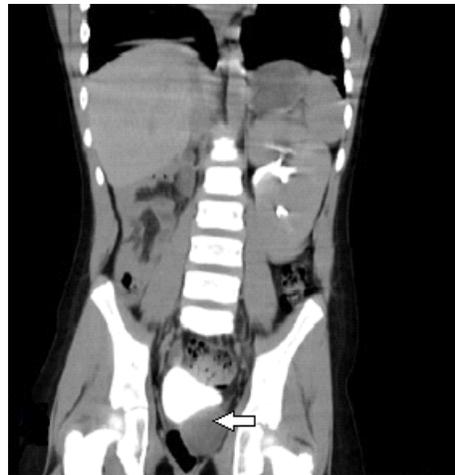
Tomografía contrastada corte coronal donde se observa la imagen hipodensa que no realza con el contraste utilizado.
